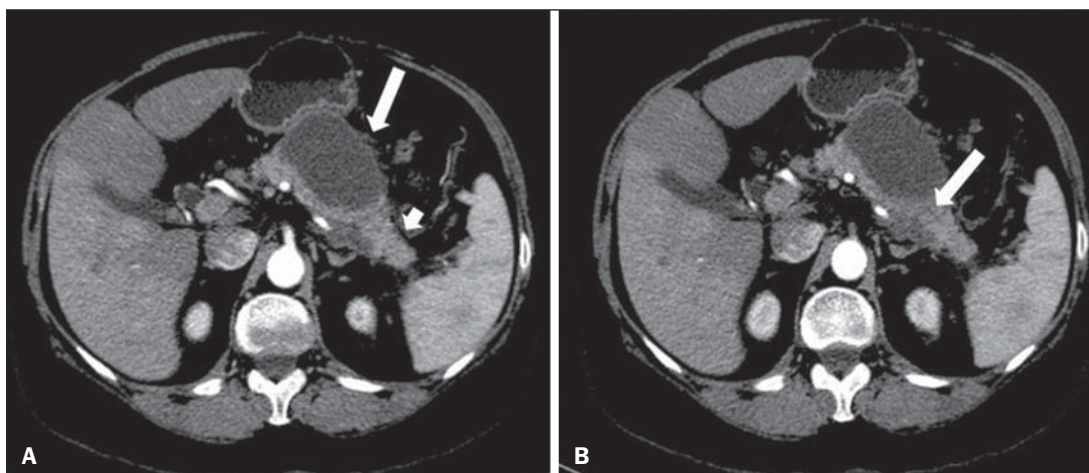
Síndrome da desconexão ductal. Pancreatite aguda necrosante com desconexão ductal em mulher de 61 anos. A,B: Imagens axiais de TC pós-contraste fase arterial parenquimatosa mostram área de necrose no corpo pancreático (seta longa em A) que acomete grande parte da espessura do parênquima e cauda pancreática de aspecto preservado (seta curta em A). Em B identifica-se o ducto pancreático principal desembocando na área necrosada (seta).
